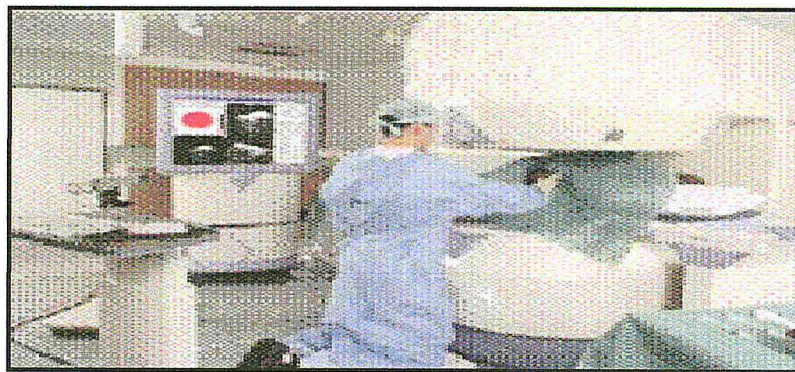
IRM interventionnelle à aimant ouvert.
